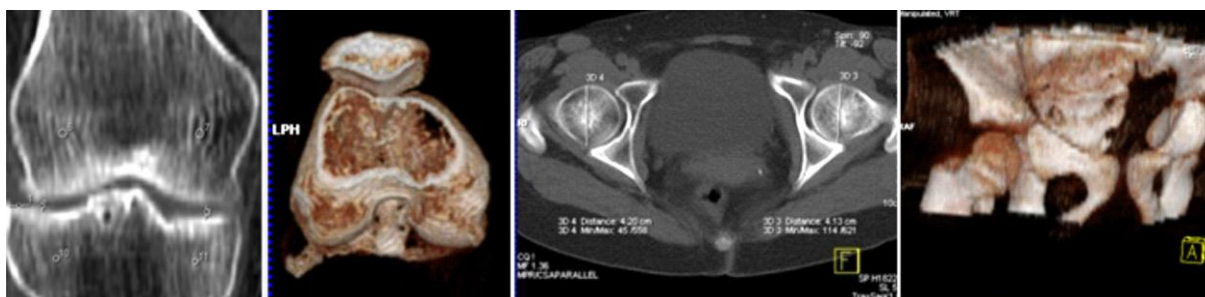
КТ коленного и тазобедренных суставов. MPR- и VRT-реконструкции
